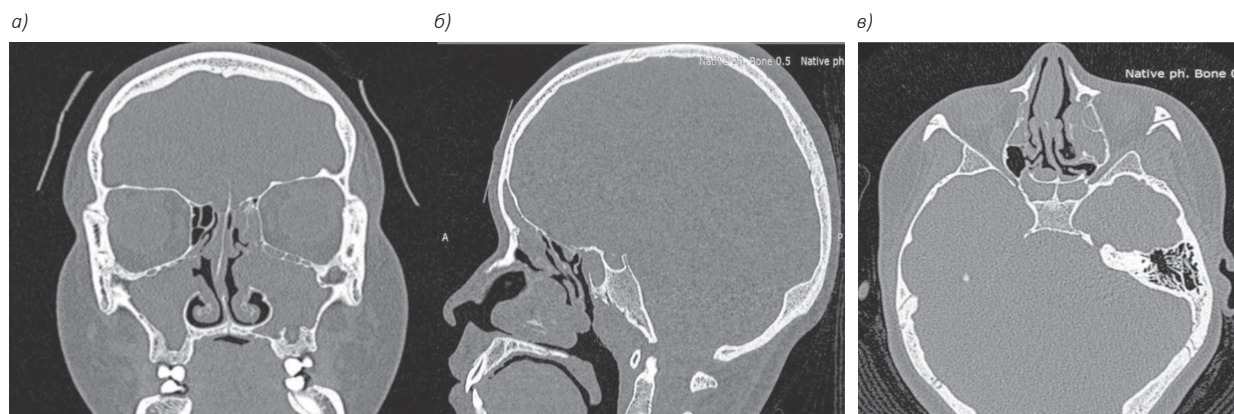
КТ-картина околоносовых пазух до старта таргетной терапии: а – коронарная проекция; б – сагиттальная проекция; в – аксиальная проекция
